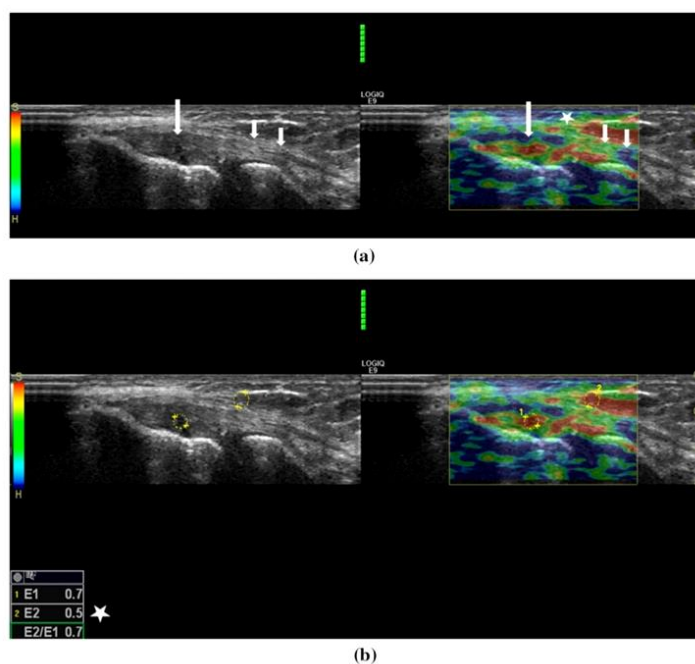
a Thirty-six-year-old man with lateral elbow pain. On the *left* side B-mode sonography image and on the *right* side elastography image seen together. Real-time sonoelastography shows focal *red-coded* areas (*long arrows*) in symptomatic common extensor tendon. Subcutaneous fat is coded *red to bright green* color (*asterisk*), and the distal portion of the tendon is in *red to green* color (*short arrows*). Artifacts are shown as *red and green* areas inside the bone and are present on all real-time sonoelastographic images. b The elastographic ratio is also calculated by selection of two regions of interest
